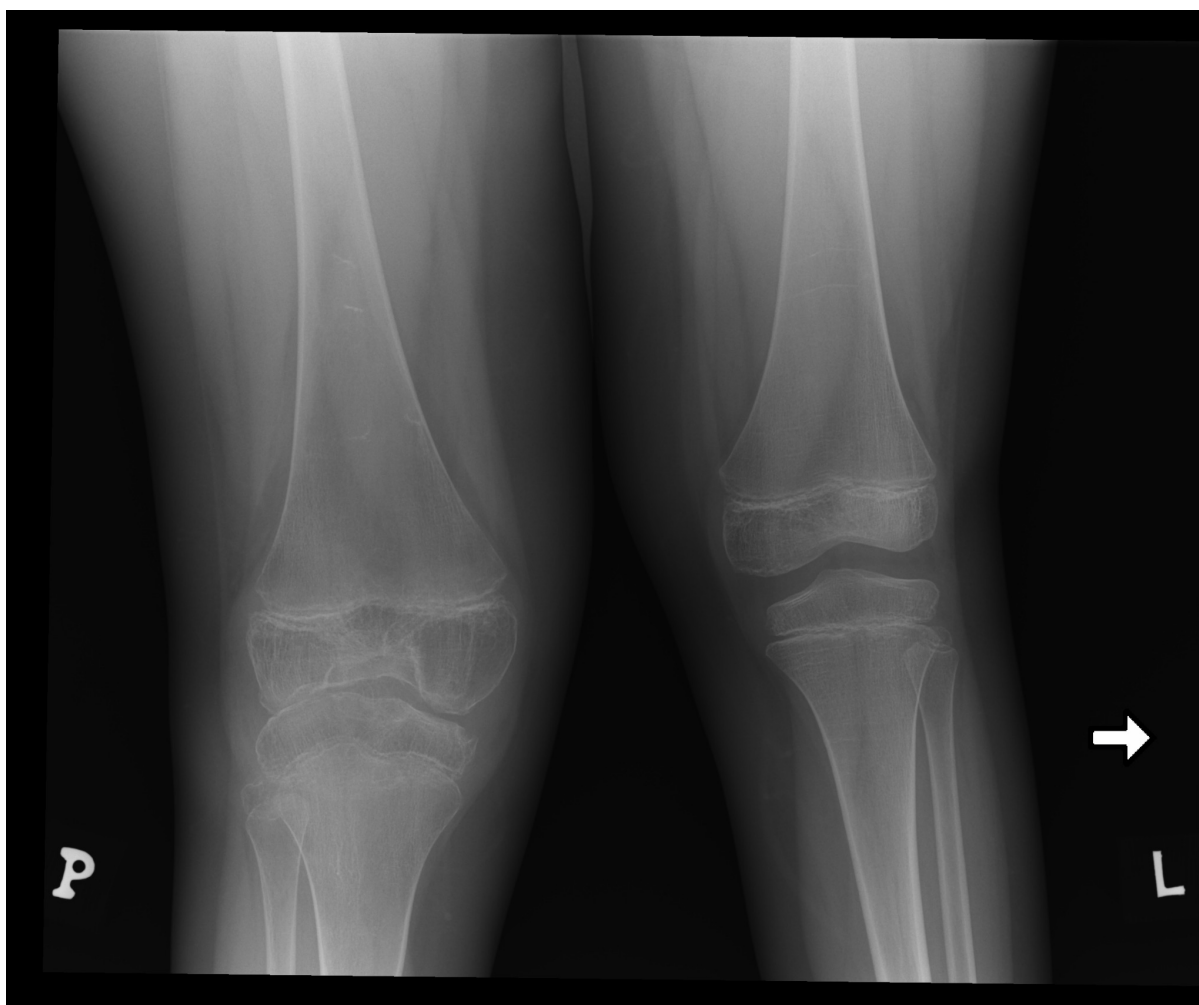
Obraz radiograficzny jest dość specyficzny w diagnostyce zmian kostnych, zwłaszcza zaawansowanych. Pośrednio dostarcza również informacji o tkankach miękkich otaczających staw, ponieważ w stanie zapalnym dochodzi do zmian obrzękowych. Skutkuje to poszerzeniem cienia tkanek miękkich i wzmożeniem ich wysycenia, z następowym przemieszczeniem fałdów tłuszczowych [31].
